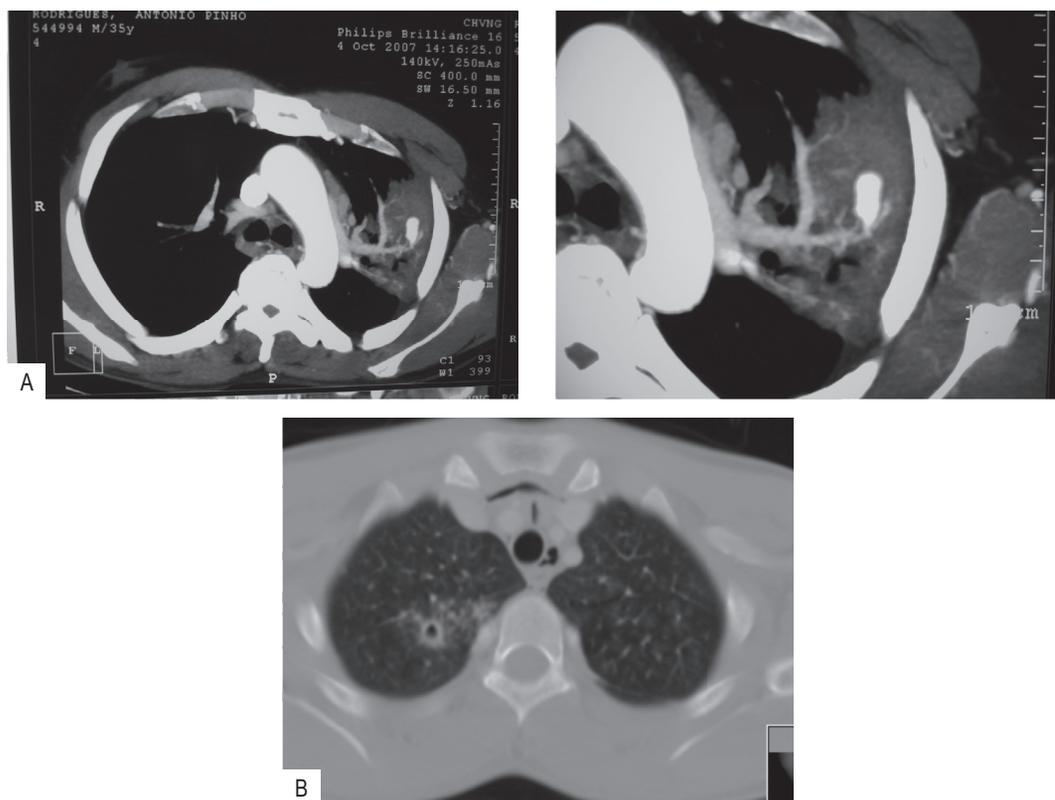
TAC torácica no estudo de doente com HM: A – TAC torácica com contraste mostra extravasamento do produto de contraste (por ruptura de um ramo segmentar da artéria brônquica) no seio de condensação com zonas de necrose no B1+2 esquerdo. A BF confirma hemorragia grave e repetida no B1+2 do LSE, só controlada temporariamente com instilação tópica de adrenalina diluída a 1:20 000, através do canal do BF. Face à situação clínica grave, este doente de 37 anos foi submetido a toracotomia de urgência, com ressecção do LSE com sucesso. O exame histológico da peça operatória confirmou extensa pneumonia necrosante e bronquiectasias; B – Lesão cavitada com infiltrado perilesional no B1 Dt.º, sugestiva de TP. Pequeno enfisema mediastínico. A BF confirma hemorragia grave neste segmento; após controlo no LBA, foi isolado *M. tuberculosis*
